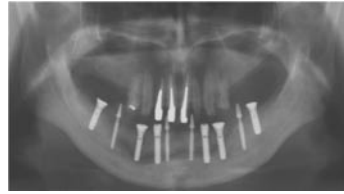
Post-implant surgery radiography
